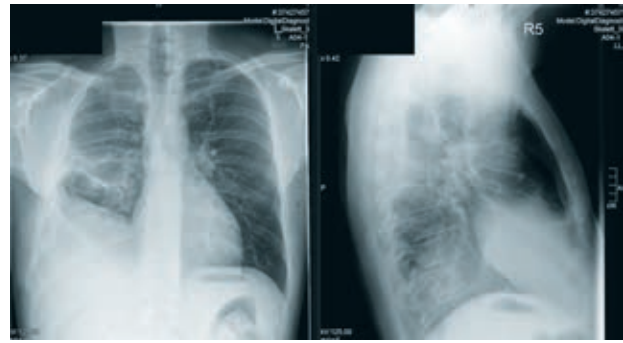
Röntgen-Thorax (p.a. und seitlich) mit Nachweis einer ausgedehnten Verschattung der rechten Thoraxhälfte sowie Mediastinalshift nach links
